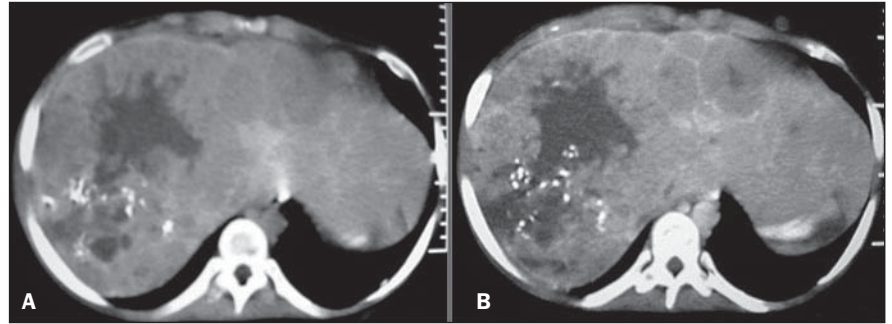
CHC fibrolamelar. Paciente jovem, sem hepatopatia. TC sem contraste: grande massa heterogênea no lobo direito e com calcificações centrais (A). TC com contraste: nota-se realce heterogêneo e delimitação de outras lesões no lobo esquerdo (B).
